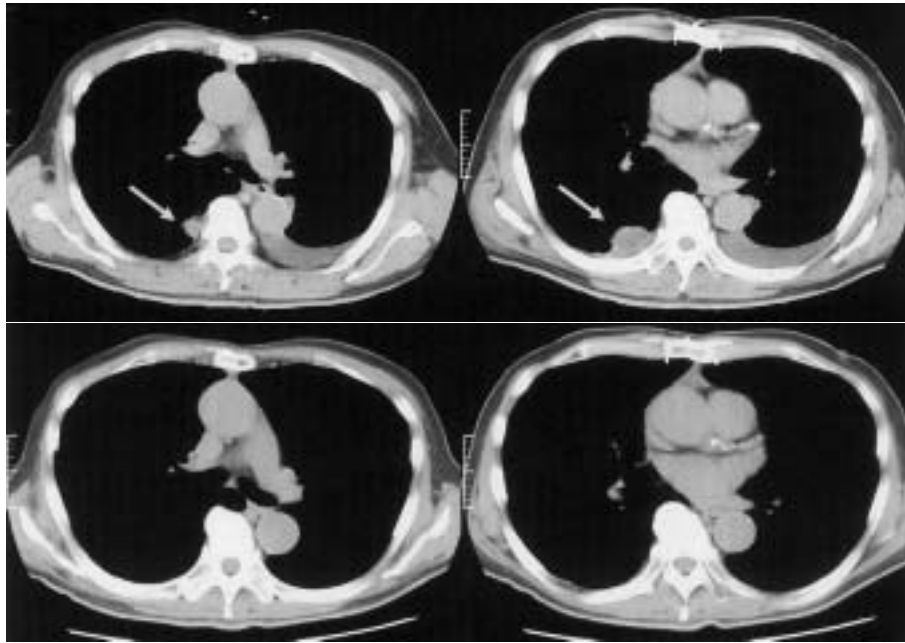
Chest CT shows reduction of thymoma with treatment
